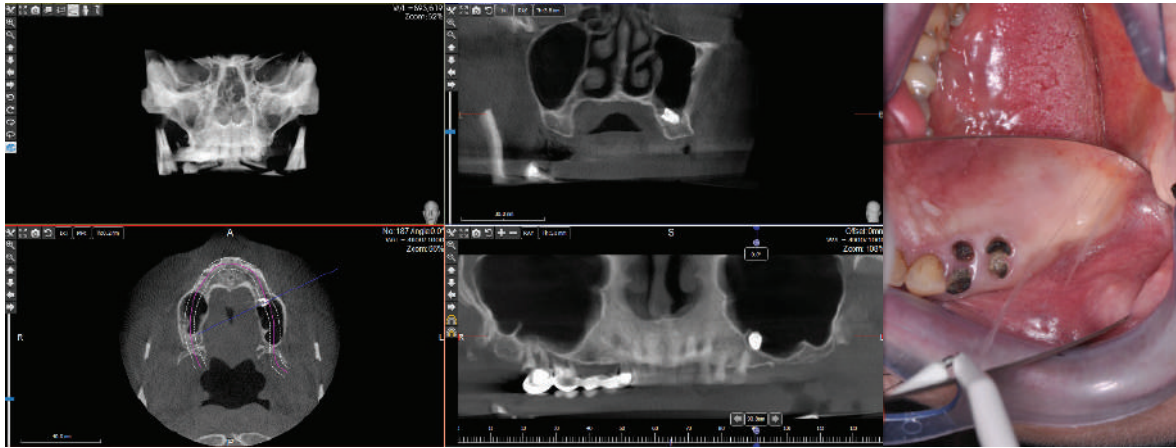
Tomografia computerizată preoperator cu prezența corpului străin în sinus (a) ;Aspectul preoperator în cavitatea bucală (b).
